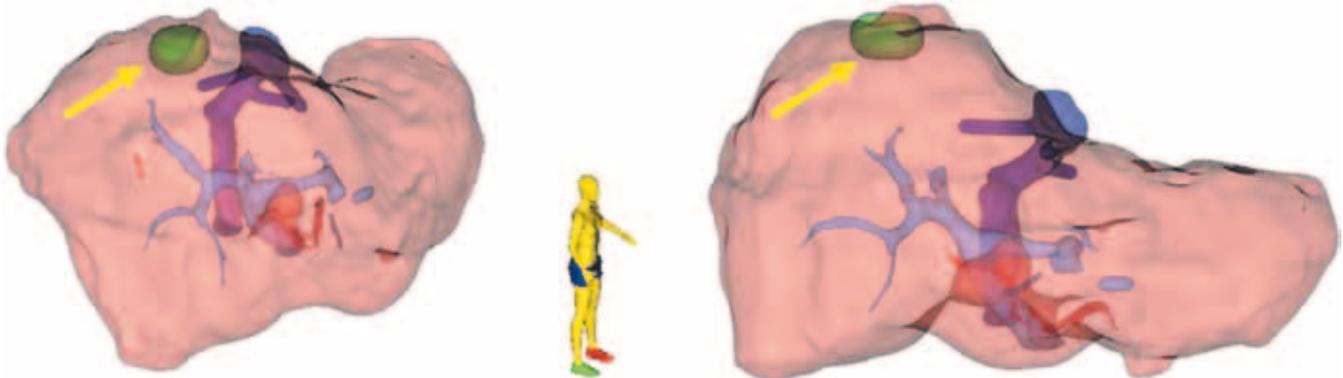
КТ-моделирование очагового образования трансплантата печени у пациента. Метастаз обозначен стрелкой
